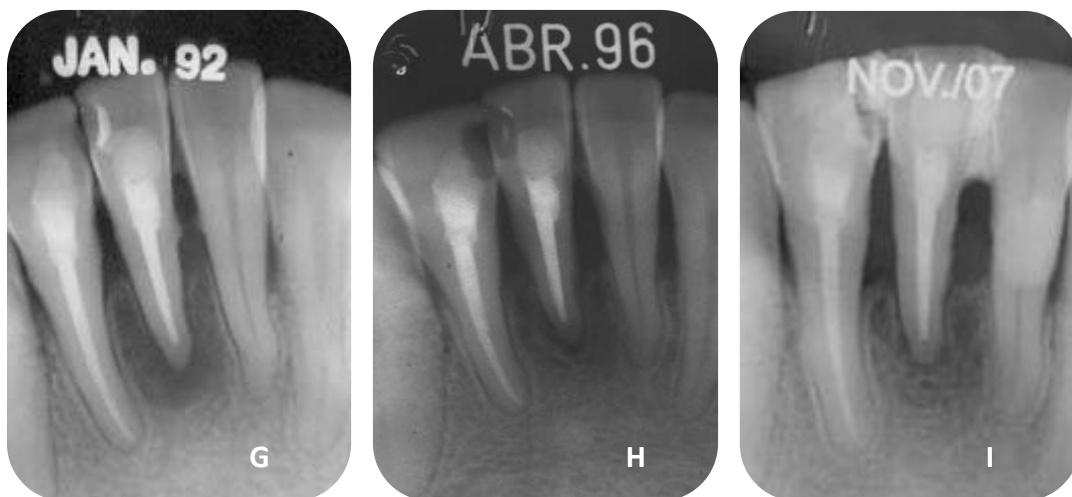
A- radiografia de diagnóstico do incisivo central inferior, B- radiografia final do tratamento endodôntico realizado em novembro de 1989, C/D/E/F- cirurgia com alisamento apical e colocação de membrana em outubro de 1990 e restauração da cavidade de acesso com resina composta, G- radiografia de preservação em janeiro de 1992, H- radiografia de preservação em abril de 1996, I- radiografia de preservação em novembro de 2007, mostrando reparo da lesão perirradicular após 14 anos e 10 meses (paciente com 61 anos de idade).
